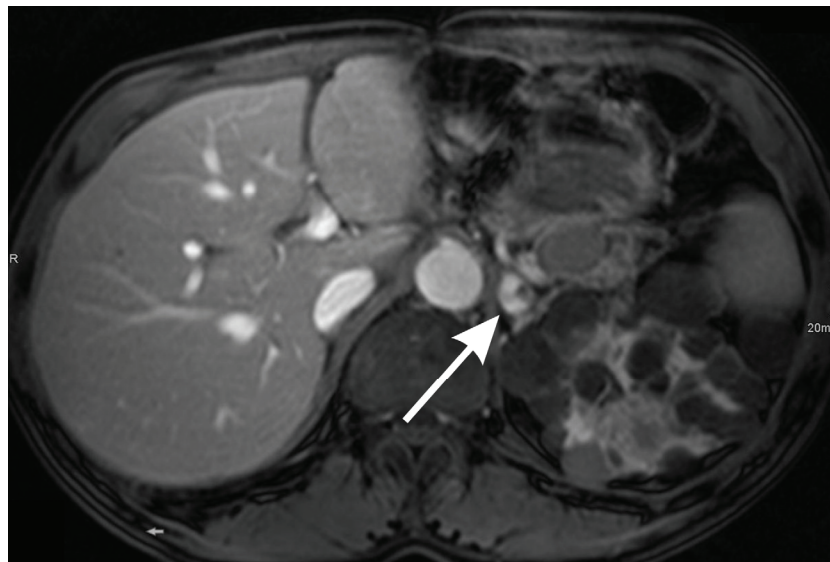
MRT Befund von 2007. Der Pfeil zeigt auf die Nebennierenläsion links.
